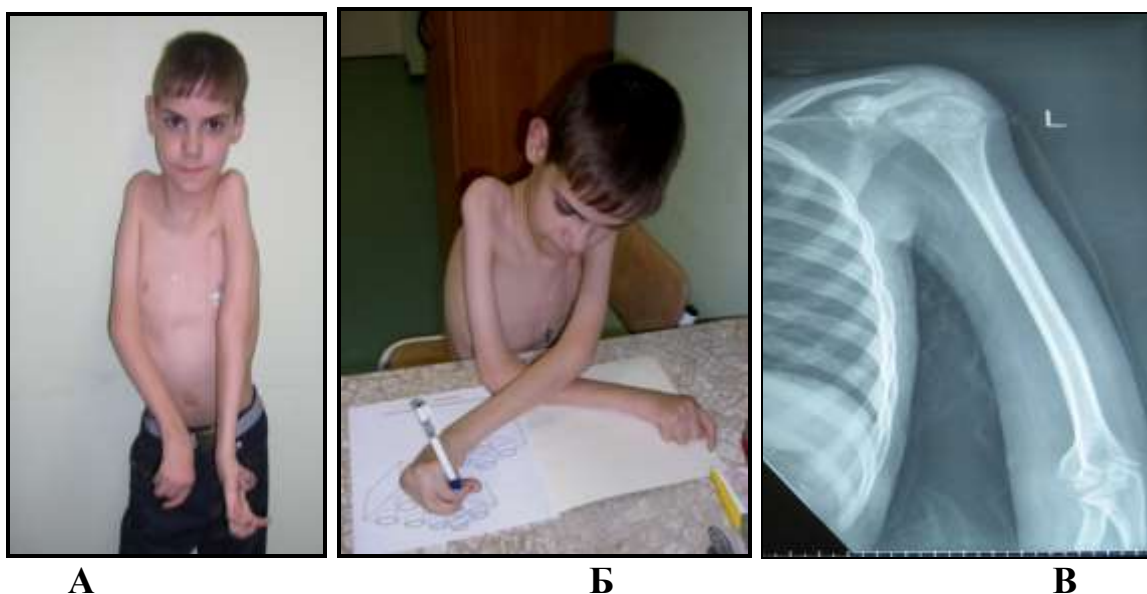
устранение внутривротационной контрактуры левой верхней конечности у больного с врожденным множественным артрогрипозом: А – вид ребенка до операции, Б – функциональные возможности конечности, В – рентгенограмма левого плеча до операции, Г, Д – рентгенограммы левого плеча после выполнения деротационной остеотомии плечевой кости, Е – результат лечения через 6 месяцев после операции.
